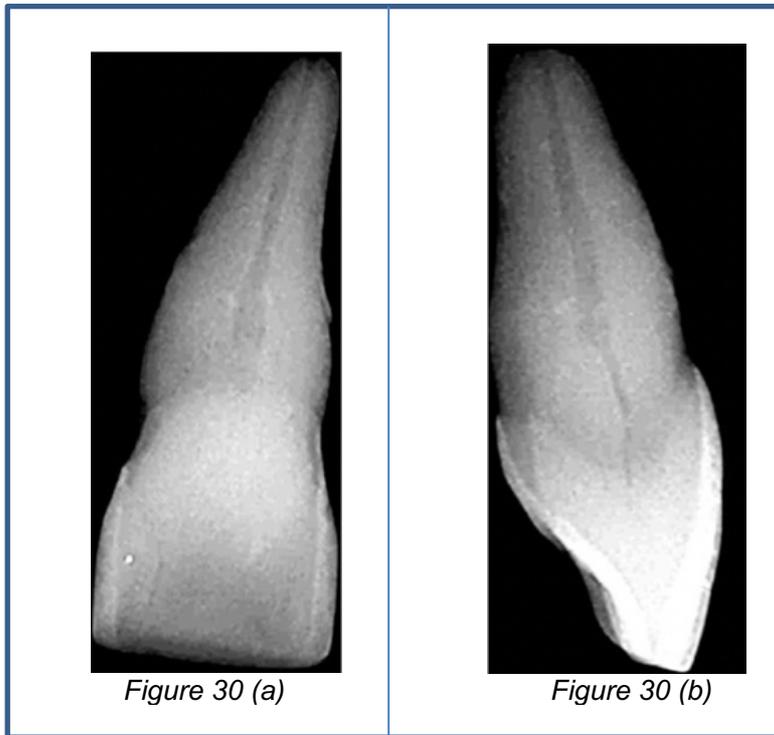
radiographies prises après extraction d'une incisive centrale maxillaire, en incidence vestibulo-linguale (a), et en incidence mésio-distale (b). L'atrophie pulpaire constatée sur le cliché (a) s'avère moins importante sur le cliché (b). On peut noter l'asymétrie de l'atrophie plus importante côté palatin. Le risque de fausse route voire de perforation est bien réel car il est difficile de ressentir le « vide canalaire » lors de la trépanation.
